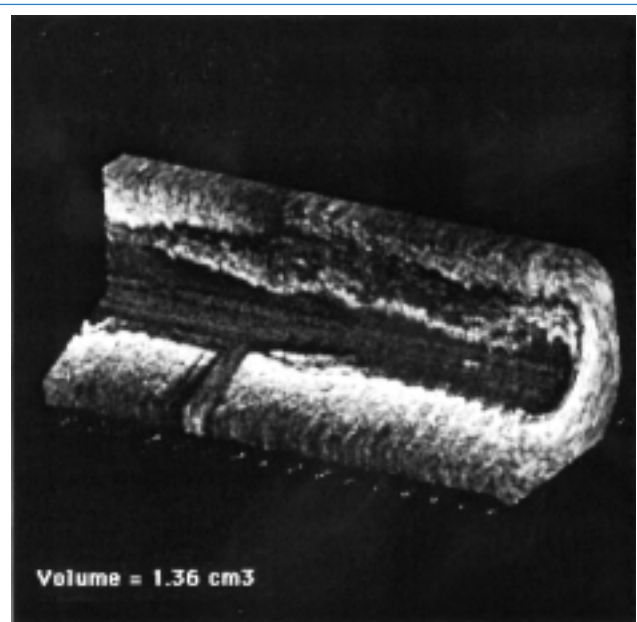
Reconstruction échographique endocoronaire tridimensionnelle d'une lésion proximale de l'IVA avec bifurcation de la première septale.
